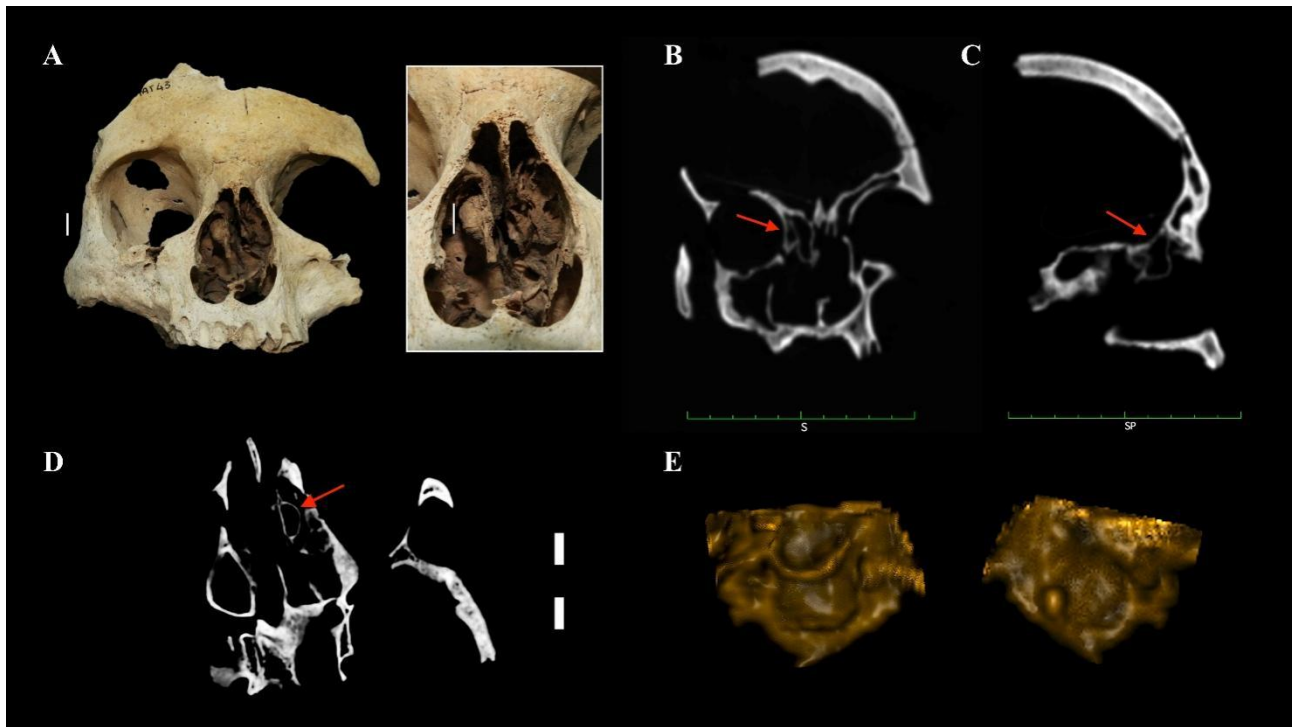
A: Immagine morfologica e primo piano della *concha bullosa* nella porzione conservata del cranio Bau 23; B-D: Visualizzazione della *concha bullosa* (freccie rosse) su scansioni TC (B-sezioni coronale, C-sagittale e D-assiale); E: Ricostruzione 3D della *concha bullosa*, viste laterale e mediale.
